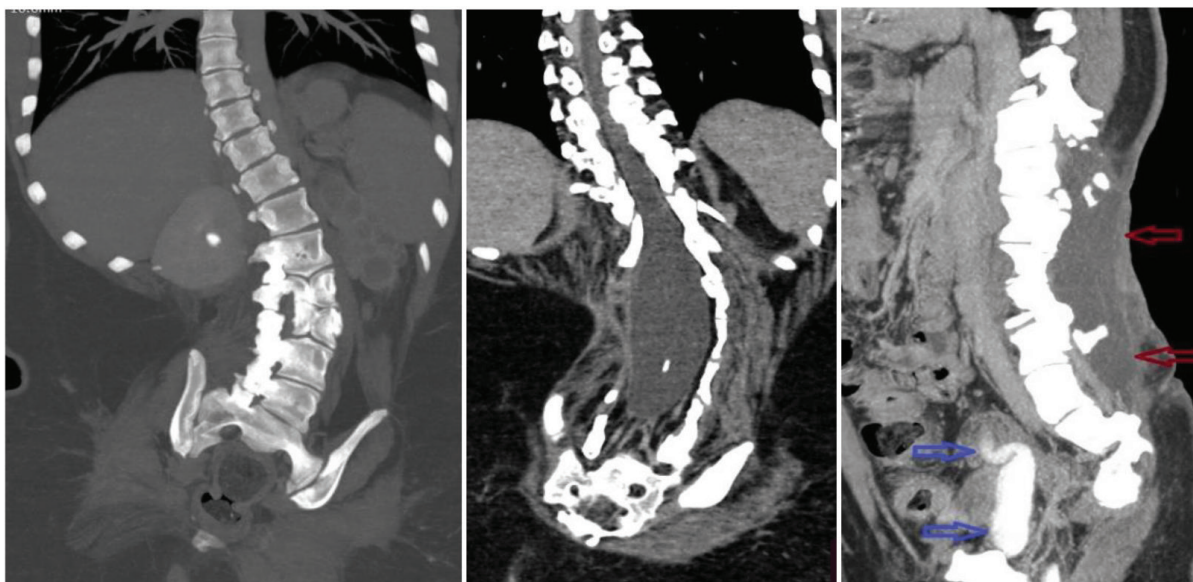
Дівчинка 15 років. МІР КТ. Екскреторна фаза. Сколіоз хребта. Метеликоподібні хребці L₂-L₃. Менінгоцеле на рівні Th₁₁-S₅ (*червоні стрілки*). Лівий сечовід розширений, звивистий (*сині стрілки*)
